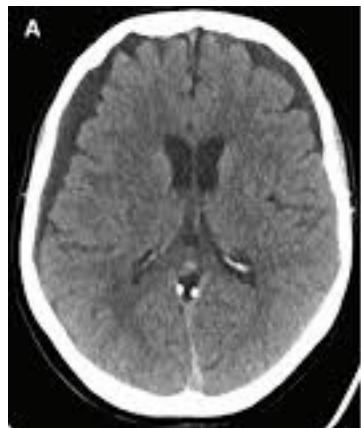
TDM cérébrale, hématome sous dural subaigu pan hémisphérique gauche.
